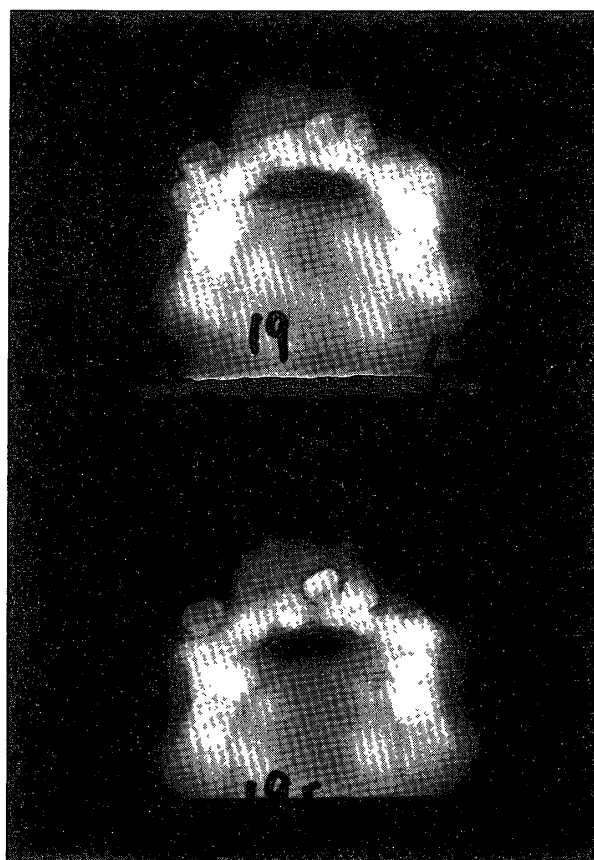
Horizontal tomograph
